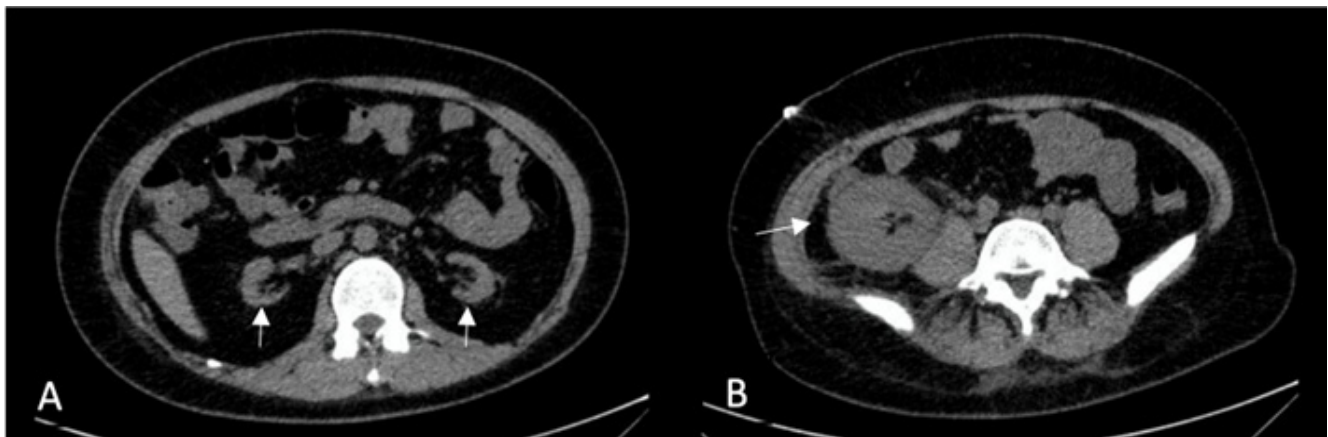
Pielo-TAC 05 de mayo de 2025. A. Corte transversal a nivel de L1-L2. Se observan riñones disminuidos de tamaño de manera simétrica, con adelgazamiento difuso del parénquima. B. Corte transversal a nivel de L5. Riñón trasplantado en fosa iliaca derecha de morfología y tamaño conservados, con parénquima de espesor habitual con aumento de la densidad del tejido adiposo perirrenal
